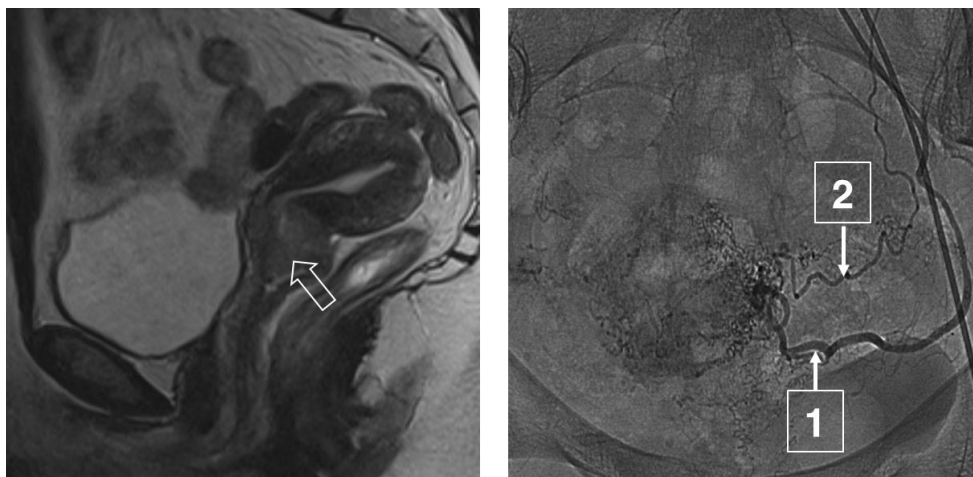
Женщина 34 лет, рак шейки матки. А: МРТ в сагиттальной проекции демонстрирует аномалию положения матки retroversio-retroflexio с новообразованием шейки матки (объемная стрелка). Б: Ангиограмма маточной артерии: удлиненный ствол маточной артерии (стрелка, цифра 1), гипертрофированная яичниковая артерия с кровотоком в сторону яичника (стрелка, цифра 2)
